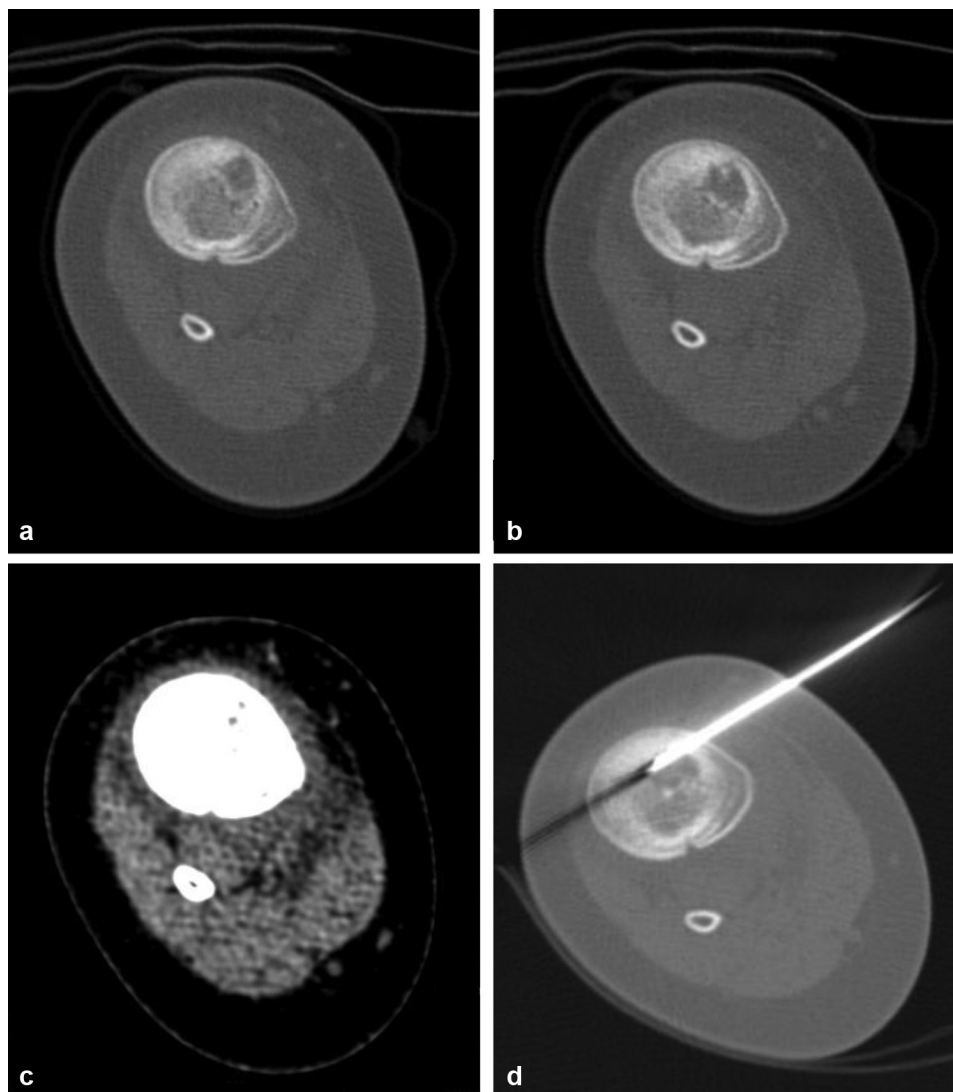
Lesão osteolítica da tíbia direita (a) com calcificações (b) e leve heterogeneidade de partes moles (c). Determinação do local de biópsia com fio cirúrgico (d) (a, b, c, d: tomografia computadorizada axial).
